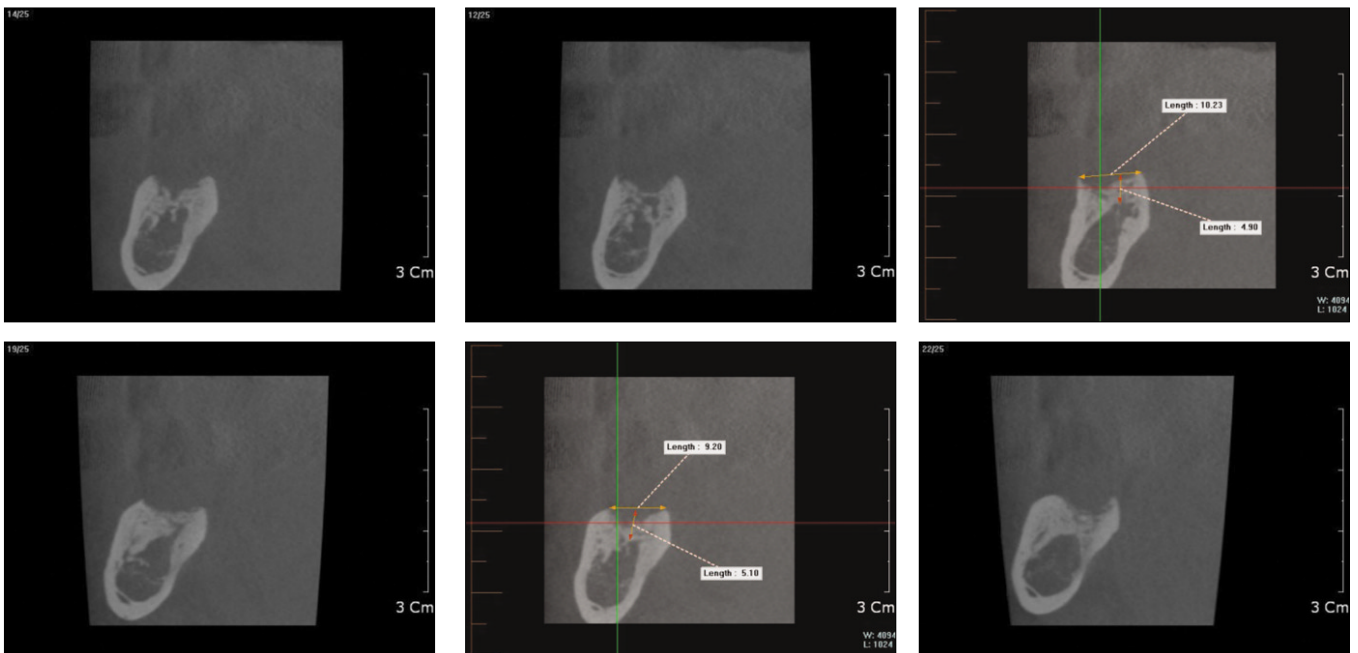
Computed tomography (CT) scan showing deficient area before iliac bone graft. It shows close approximation to inferior alveolar nerve due to severe vertical alveolar bone resorption.
